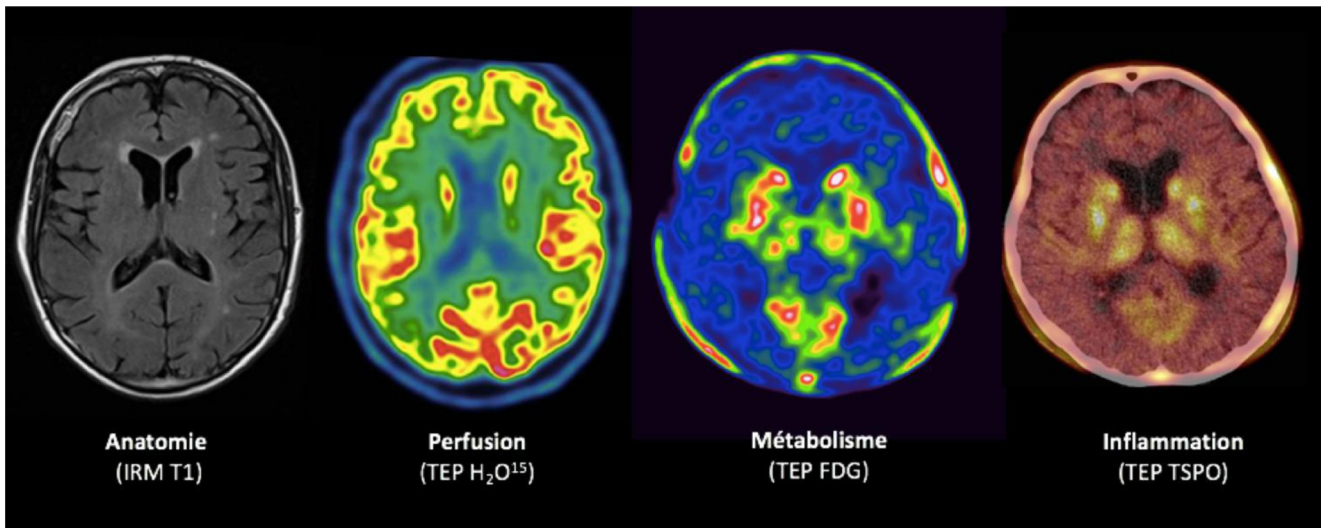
Étude du cerveau humain en imagerie multimodale. L'étude multimodale du cerveau humain en imagerie TEP permet d'évaluer en conditions cliniques le débit sanguin cérébral (TEP- H_2O^{15} = eau marquée avec un isotope de l'oxygène), la consommation cérébrale en glucose (TEP- ^{18}FDG = 18 fluoro-désoxy-glucose) ou encore la survenue d'une éventuelle inflammation cérébrale grâce à la détection spécifique de l'activation microgliale (TEP-TSPO = *translocator protein-18kDa*). Les données issues de ces acquisitions constituent des biomarqueurs prometteurs dont la valeur diagnostique et pronostique est en cours d'évaluation dans des situations cliniques complexes comme le coma anoxo-ischémique. L'exemple présenté correspond au cas d'un patient dans le coma suite à un arrêt cardiaque. Les données IRM (anatomie) et TEP (débit, métabolisme, inflammation) ont été acquises le même jour à une semaine de l'admission en réanimation (Glasgow Coma Scale < 6 le jour de l'imagerie en dehors de toute sédation). Les images sont interprétées à l'aide des échelles de couleur spécifiques dont l'intensité traduit des valeurs de fixation pour chaque traceur au niveau de chaque volume cérébral (résolution spatiale de quelques millimètres cubes). Les images cérébrales 3D obtenues sont le résultat de la sommation des données acquises au cours d'un intervalle dont la durée dépend de la demi-vie de chaque traceur (résolution temporelle de quelques minutes). Données originales du laboratoire ToNIC, Inserm URM1214
